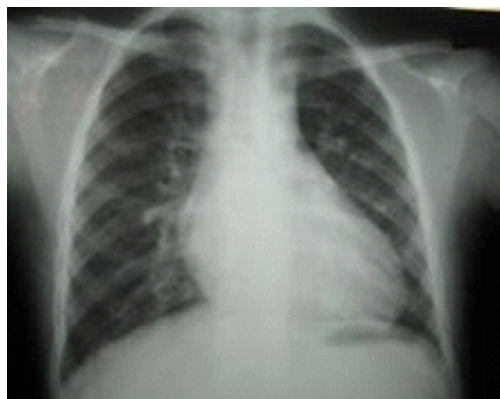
Radiographie cardio-pulmonaire de face, 5 ans après la correction chirurgicale.
